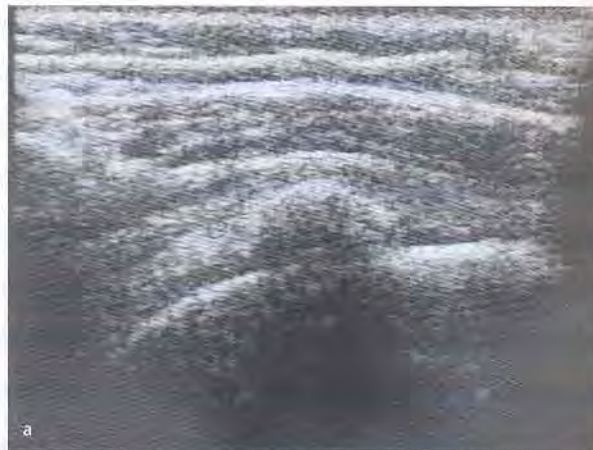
46-jährige Patientin mit Tendinosis calcarea der Supraspinatussehne in der Longitudinal- (a) und in der Transversalschnittebene (b). Das breite Kalkdepot verursacht einen ebenso großen echogenen Reflex in der Supraspinatussehne mit dorsaler Schallverstärkung. c: Röntgen-Befund.
